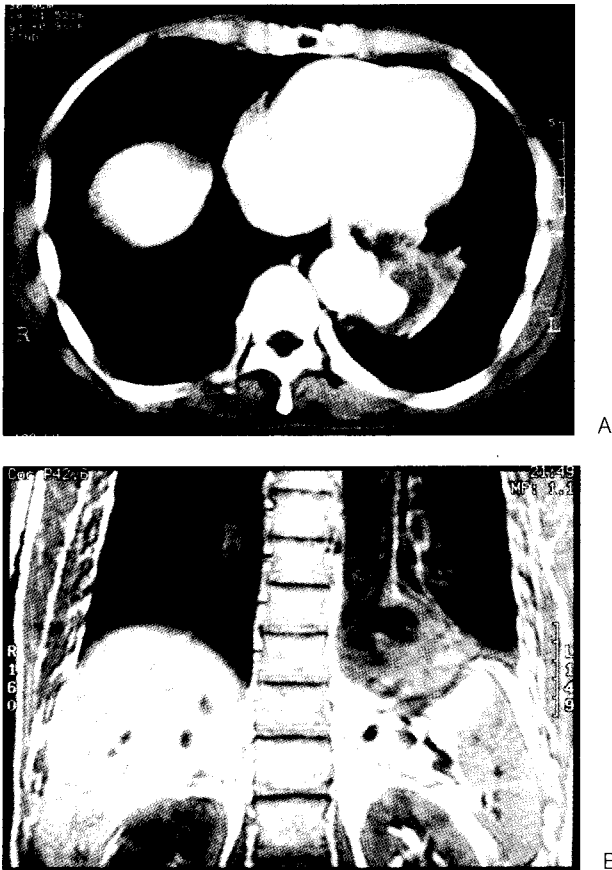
A thoracoabdominal aneurysm involving the descending thoracic aorta and upper abdominal aorta, and surrounding hematoma. (A) Preoperative chest CT shows 4×3 cm sized aortic aneurysm. (B) Preoperative chest MRI shows a thoracoabdominal aneurysm with extended gastric fundus.
